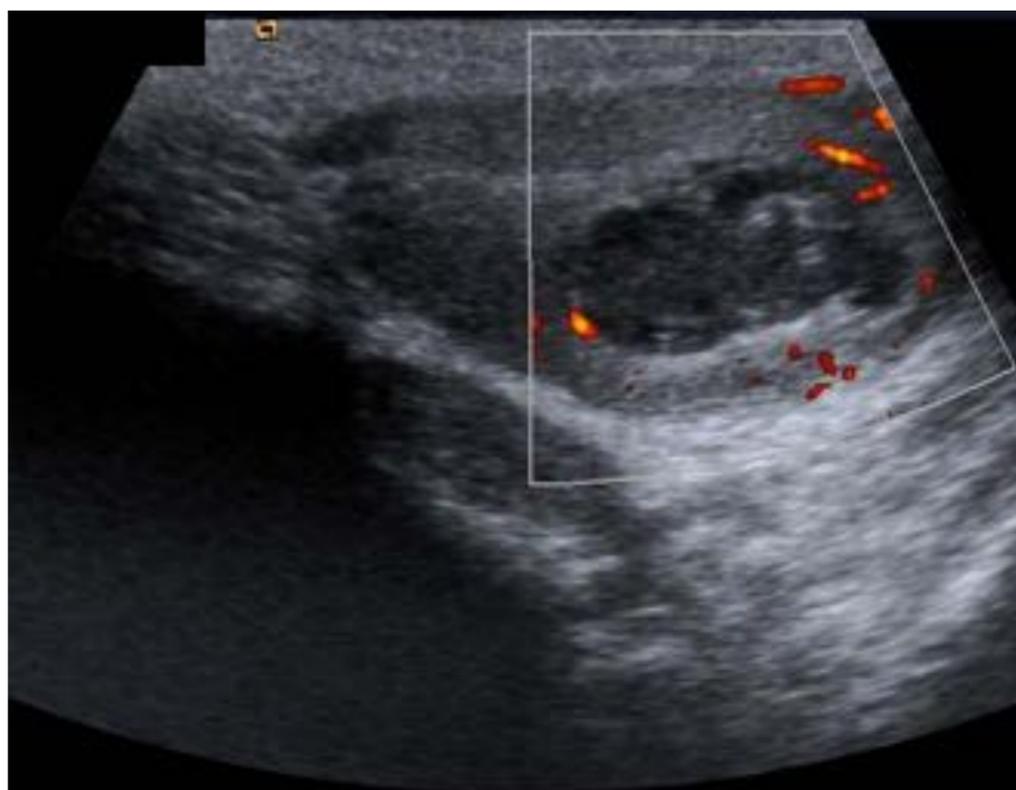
hematoma sin vascularización al estudio Doppler color.
